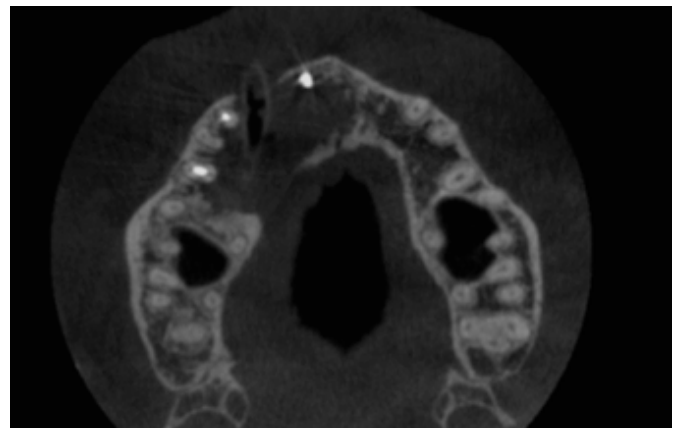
CBCT tras 12 meses de descompresión. Nótese la disminución del tamaño del quiste. El quiste se relaciona con los dientes 11, 1.2, 1.3, 1.4 y 1.5.
